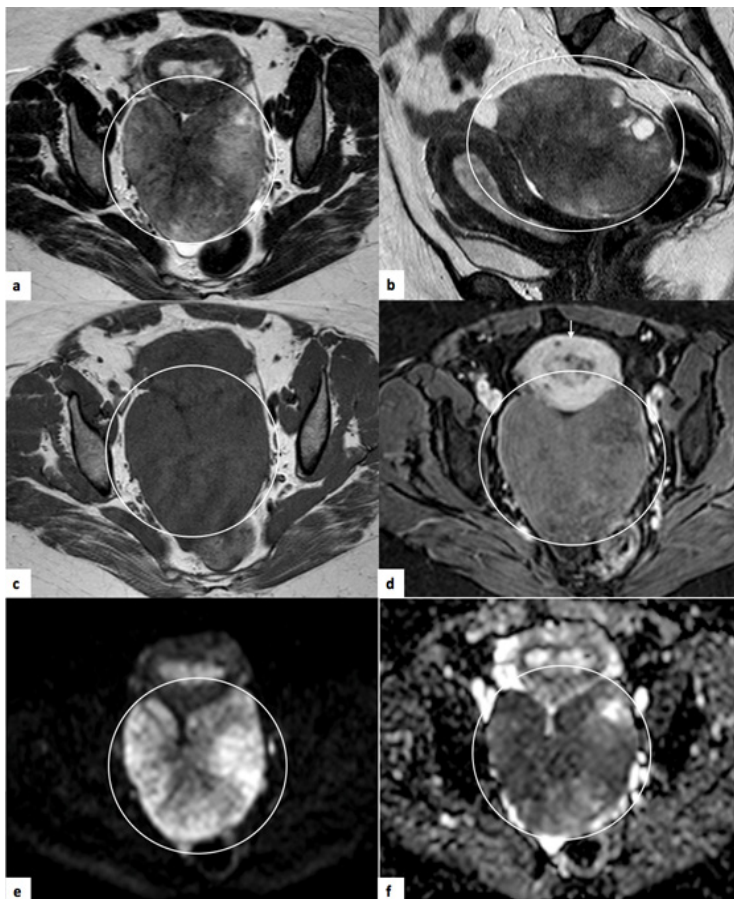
Tecoma do ovário direito. RM pélvica de mulher de 60 anos. (a) e (b) correspondem a seqüências axial e sagital T2, respectivamente, onde é possível observar volumoso tumor do ovário direito (círculo), heterogêneo, com sinal intermédio em T2 e áreas de marcado hipossinal mais centrais. (c) traduz seqüência axial T1 e (d) estudo após contraste – axial T1 SPAIR, onde se observa realce discreto, inferior ao do miométrio (seta). (e) e (f) traduzem estudo de difusão ($b=1000$) e mapa ADC, respectivamente, verificando-se restrição à difusão, sobretudo da região mais periférica. O estudo anátomo-patológico revelou tratar-se de tecoma.
